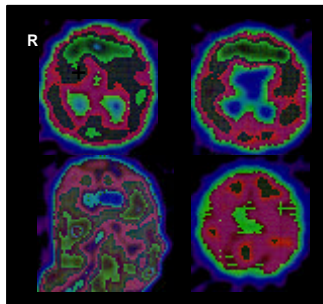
Patientin MA im Wachkoma (Hypoxie): Ausgeprägte präfrontale, okz./subokzipitale und (schwache) temporale „inselförmige“ Aktivität bds. incl. Amygdala rechts+ (SPECT) im traumatischen Stress (Zieger 2003b).
